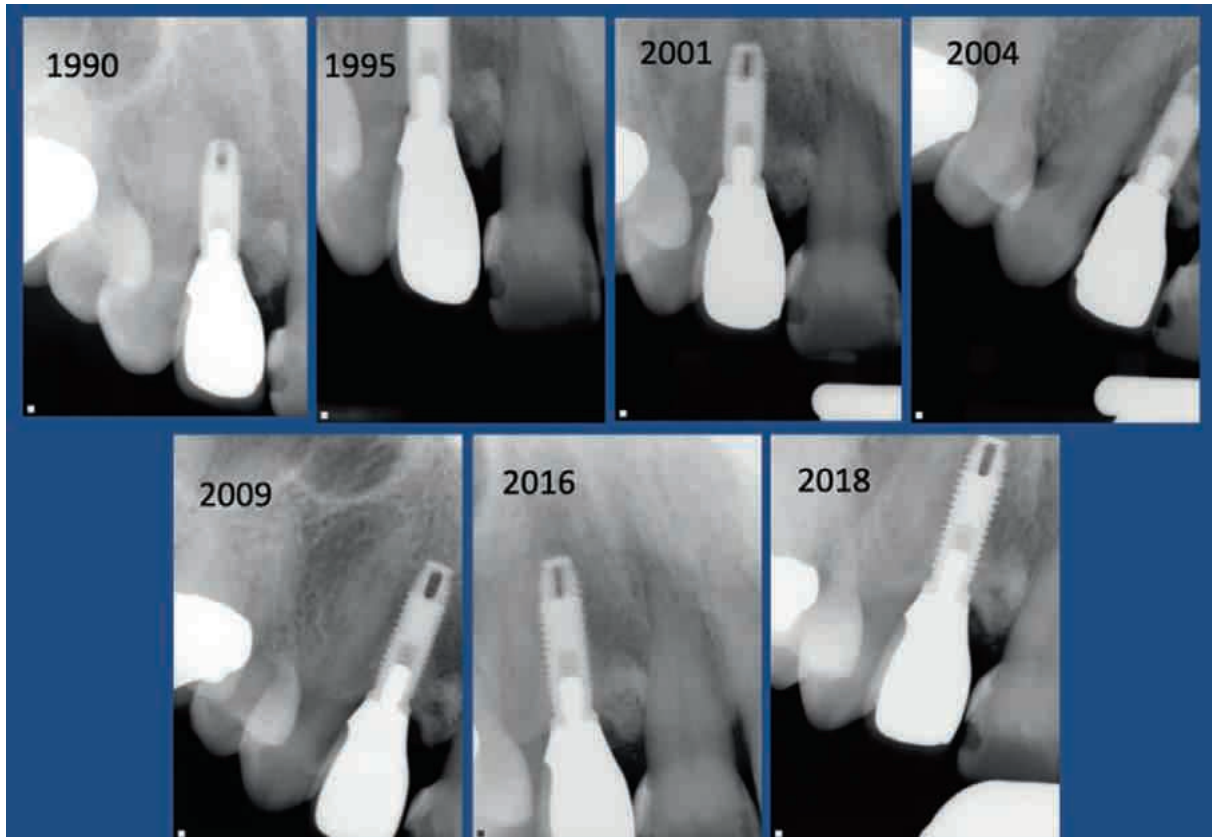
Radiografías de una restauración implantosoportada en las Figuras 1.16 y 1.17, que muestran escasa pérdida ósea en torno al implante.
